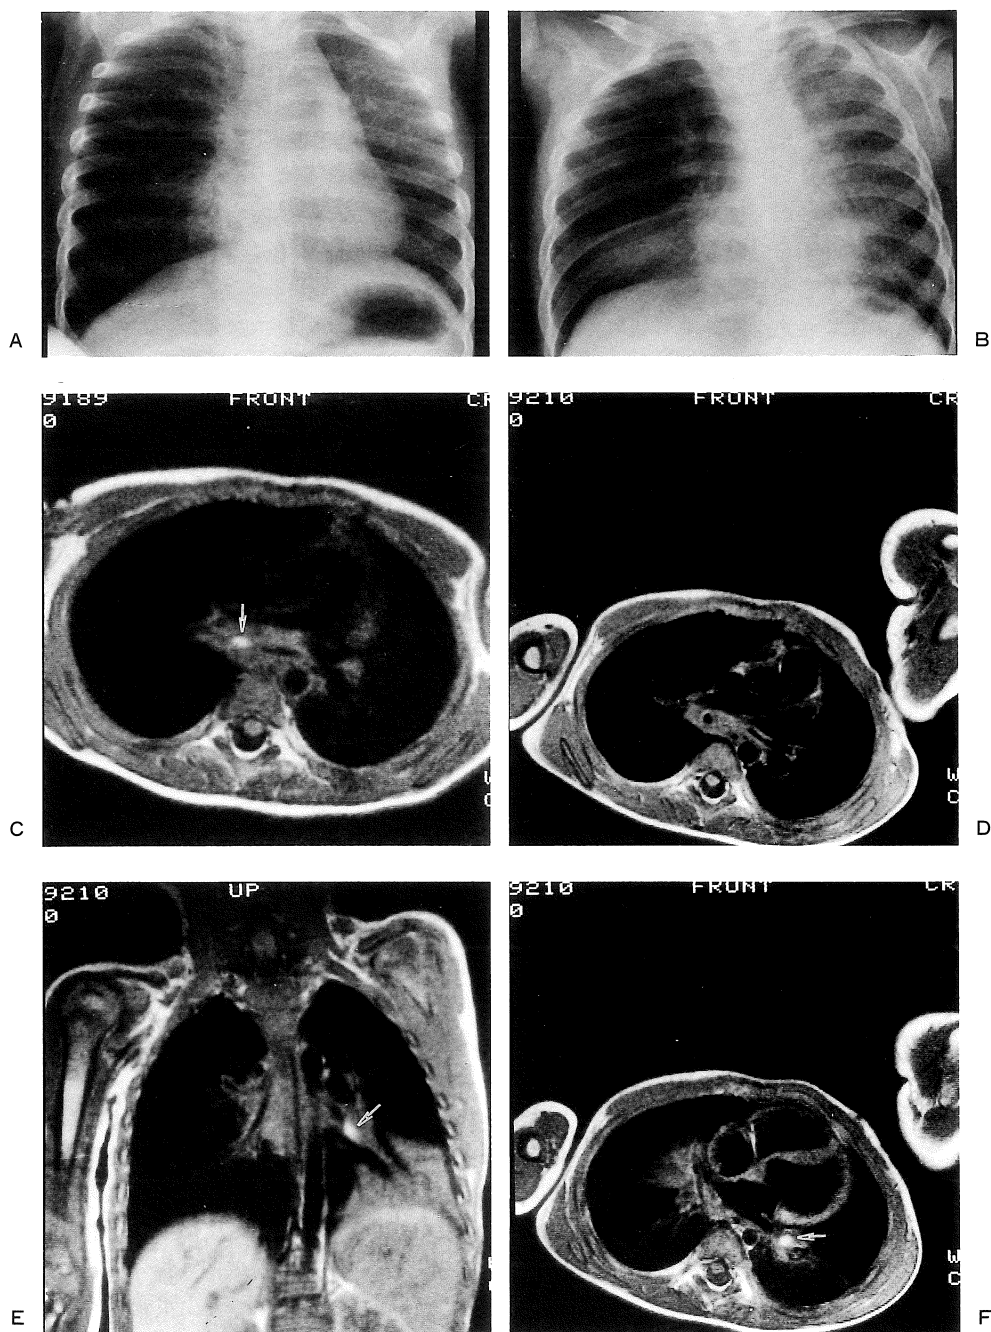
Chest X-ray of a patient shows overinflation of a right lung and atelectasis of right middle lobe (A, B). Shift of mediastinum from right to left at expiration (A) was more prominent than at inspiration (B). Axial T₁ weighted image (TR/TE=600/15) of the chest shows a high signal in right main bronchus representing a piece of peanut (C ; arrow). Follow-up MRI shows no obvious high signal in the right main bronchus (D). A high signal area in the left lower bronchus was probably caused by the moved piece of peanut. (E, F).
